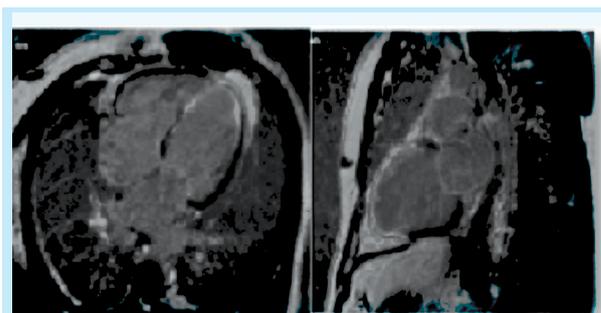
IRM cardiaque: coupe 4 et 2 cavités objectivant un rehaussement tardif taransmural
